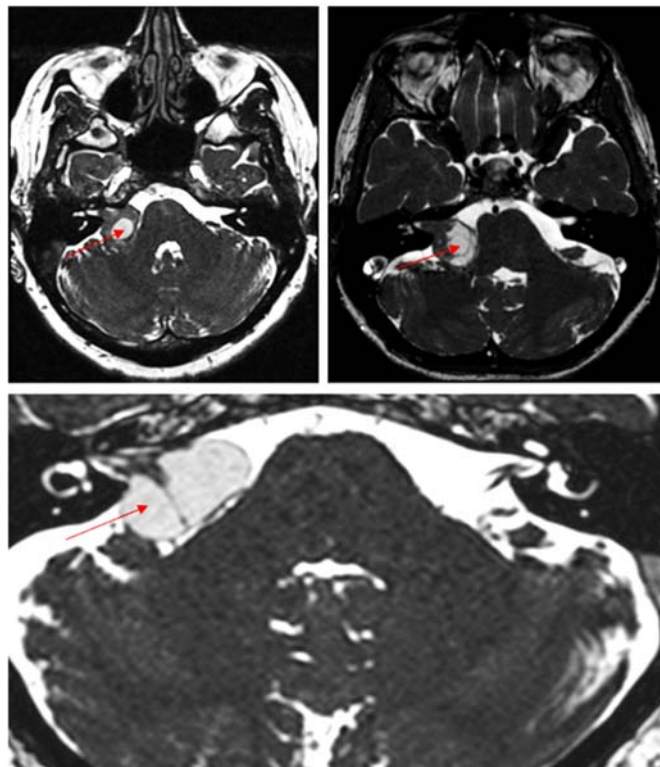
МРТ головного мозга, режим T2-FIESTA. Содержимое кист гипоинтенсивное по сравнению с ЦСЖ (указано красной стрелкой) [10]
